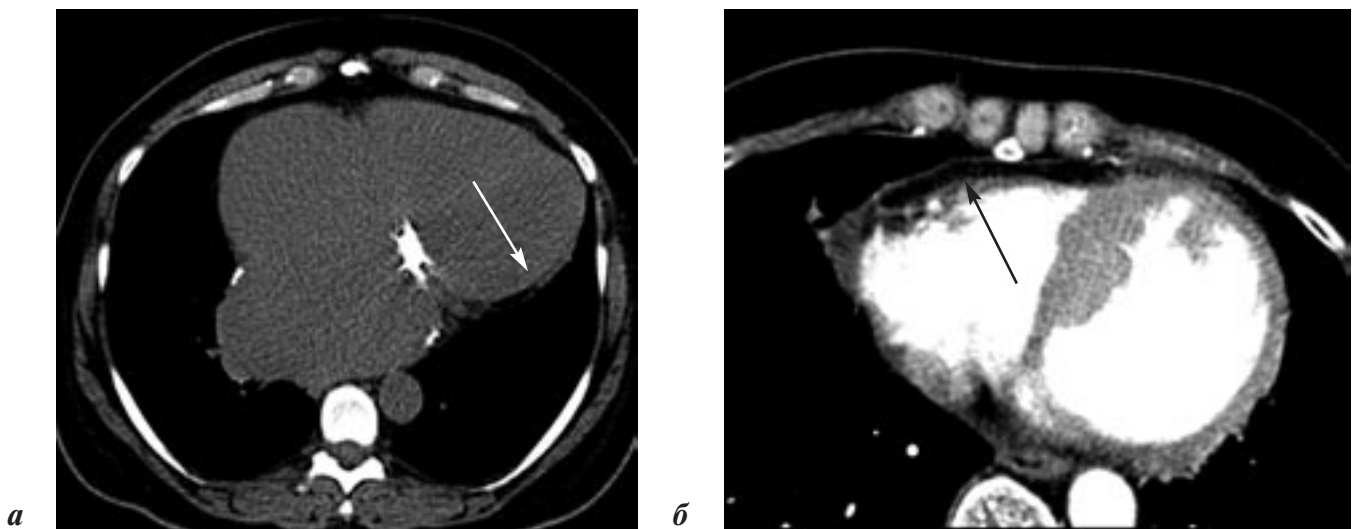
Мультиспиральные компьютерные томограммы, аксиальный срез, реконструкция по 3 мм:
